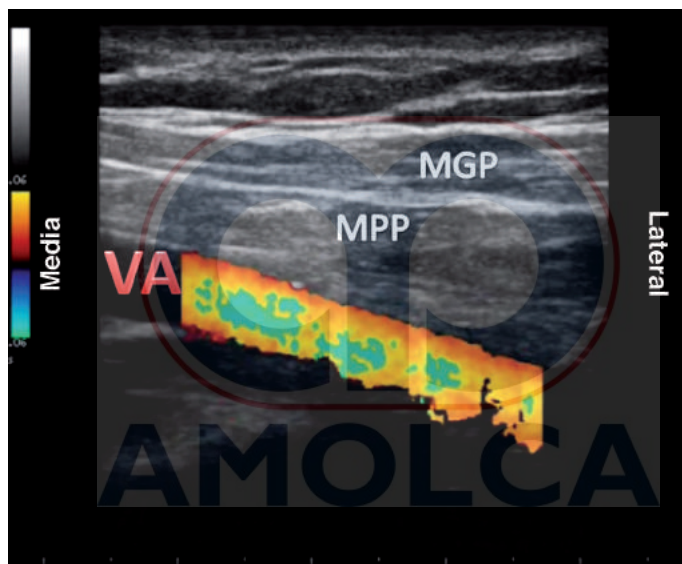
Observación en eje longitudinal de la vena axilar (VA) en modalidad Color Doppler.
